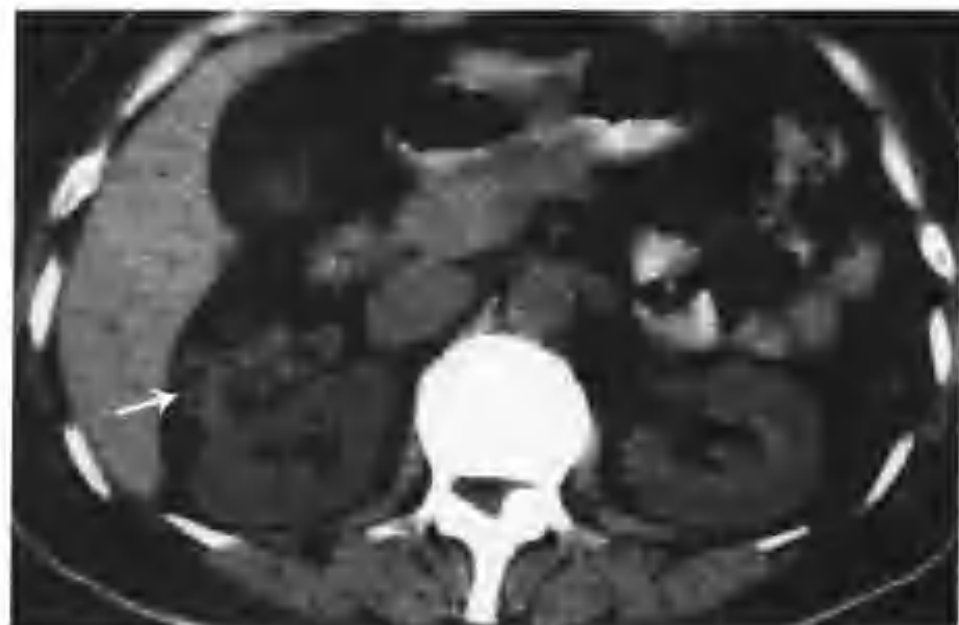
右肾错构瘤 (CT 见右肾有一个 $2.5\text{cm} \times 5.0\text{cm}$ 的外生性肿物, 平扫呈等密度及极低混杂密度, 极低密度 CT 值为 -46HU (箭头))
